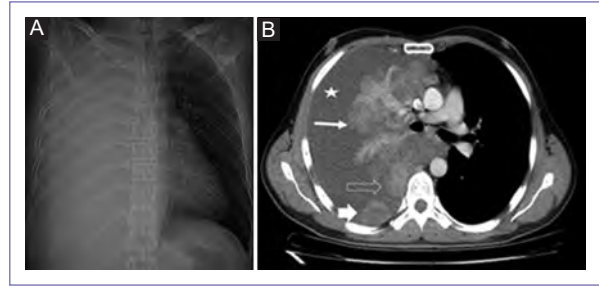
A: rayos X de tórax PA, con opacidad general del pulmón derecho con leve desplazamiento de tráquea hacia el lado contralateral, no se identifican estructuras mediastínicas, así como los recesos costo y cardiofrénicos ipsilaterales. B: tomografía axial contrastada (ventana mediastino a nivel del tronco de la arteria pulmonar). Lesiones nodulares múltiples confluentes de disposición parahiliar (flecha blanca delgada), sobre el receso pleuroacigoesofágico (flecha negra), así como lesión nodular subpleural paravertebral derecha (flecha blanca gruesa), las cuales presentan captación difusa del medio de contraste. Derrame pleural masivo asociado (estrella).
